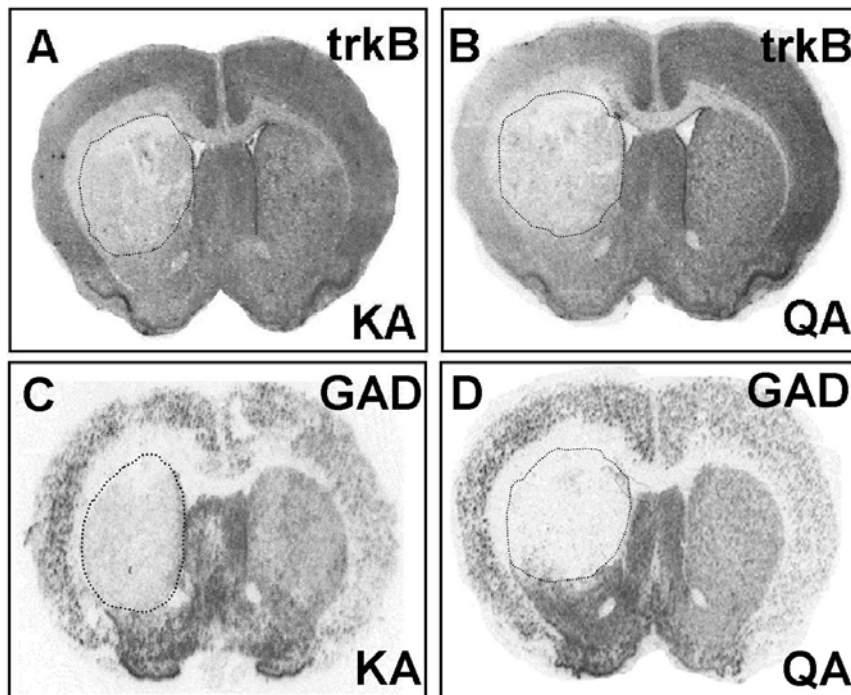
Pérdida de ARNm de *trkB* en el estriado tras la lesión excitotóxica con KA y QA, respectivamente. A y B: autorradiografías mostrando la pérdida de señal de hibridación *in situ* para el mensajero de *trkB* en el estriado lesionado. Si comparamos A con C y B con D puede observarse como el patrón de pérdida de ARNm de *trkB* es muy similar al patrón de pérdida de señal de hibridación de mensajero de GAD, en ambos casos las zonas de pérdida están delimitadas mediante línea de puntos.
